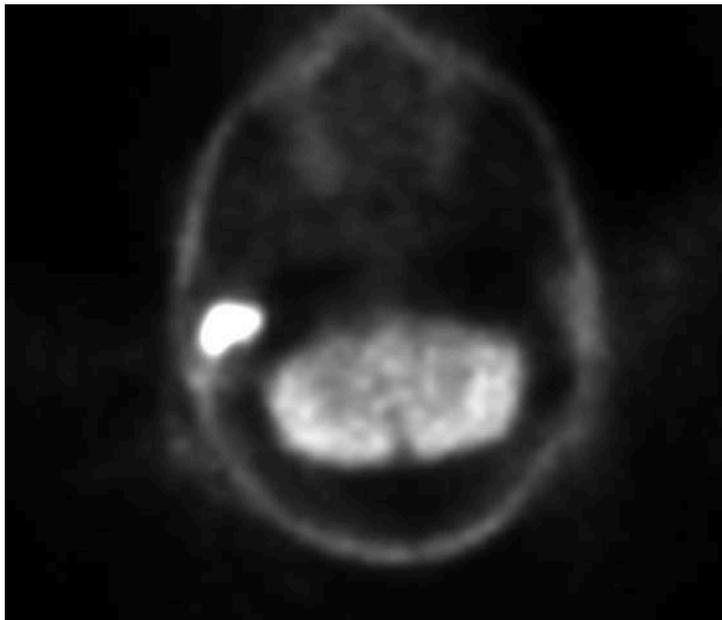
18F-FDG PET/CT, en corte axial que muestra lesión nodular en conducto auditivo externo de oído derecho, de bordes mal definidos de 10x 20 mm en sus ejes axiales mayores, asociada a incremento focal del metabolismo, con un reporte de unidades establecidas de valor (SUV por sus siglas en inglés) máximo de 40.8, sin reporte de metástasis.
